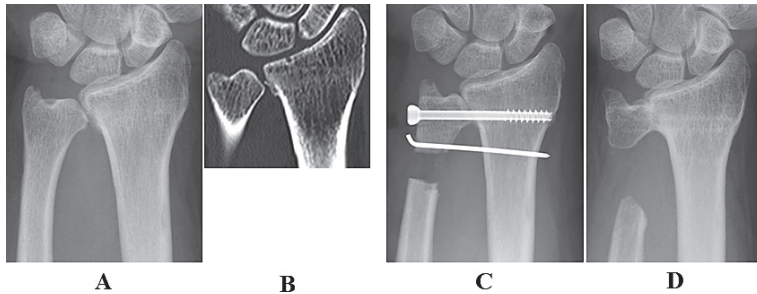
症例2, 47歳, 男性. 橈骨遠位端骨折後の DRUJ 関節症. A: 術前手関節単純X線正面像, B: 術前 CT 冠状断像, C: 術直後手関節単純X線正面像, D: 術後1年手関節単純X線正面像
